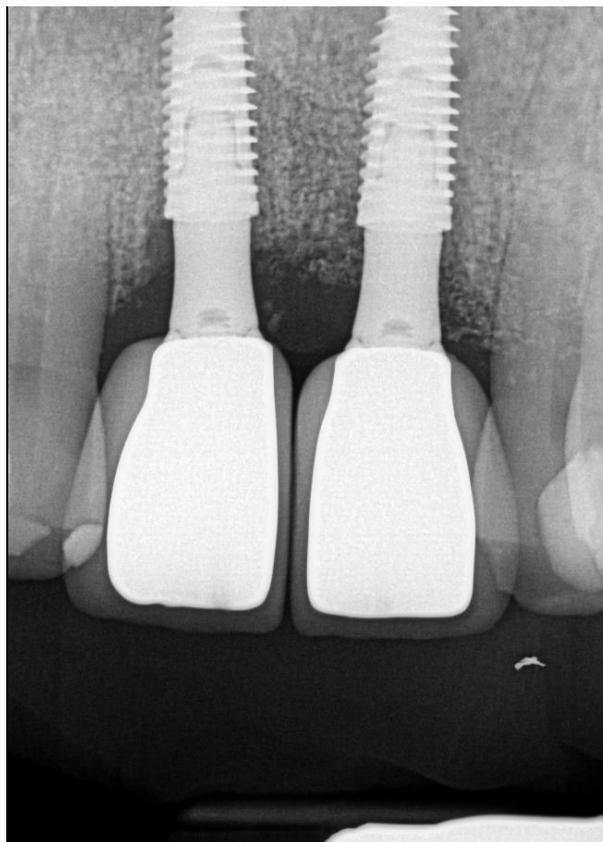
Radiografia final com próteses definitivas.
